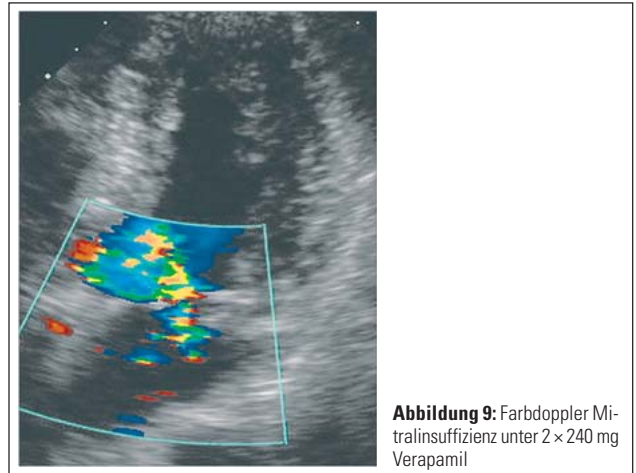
Farbdoppler Mitralsuffizienz unter 2 x 240 mg Verapamil
